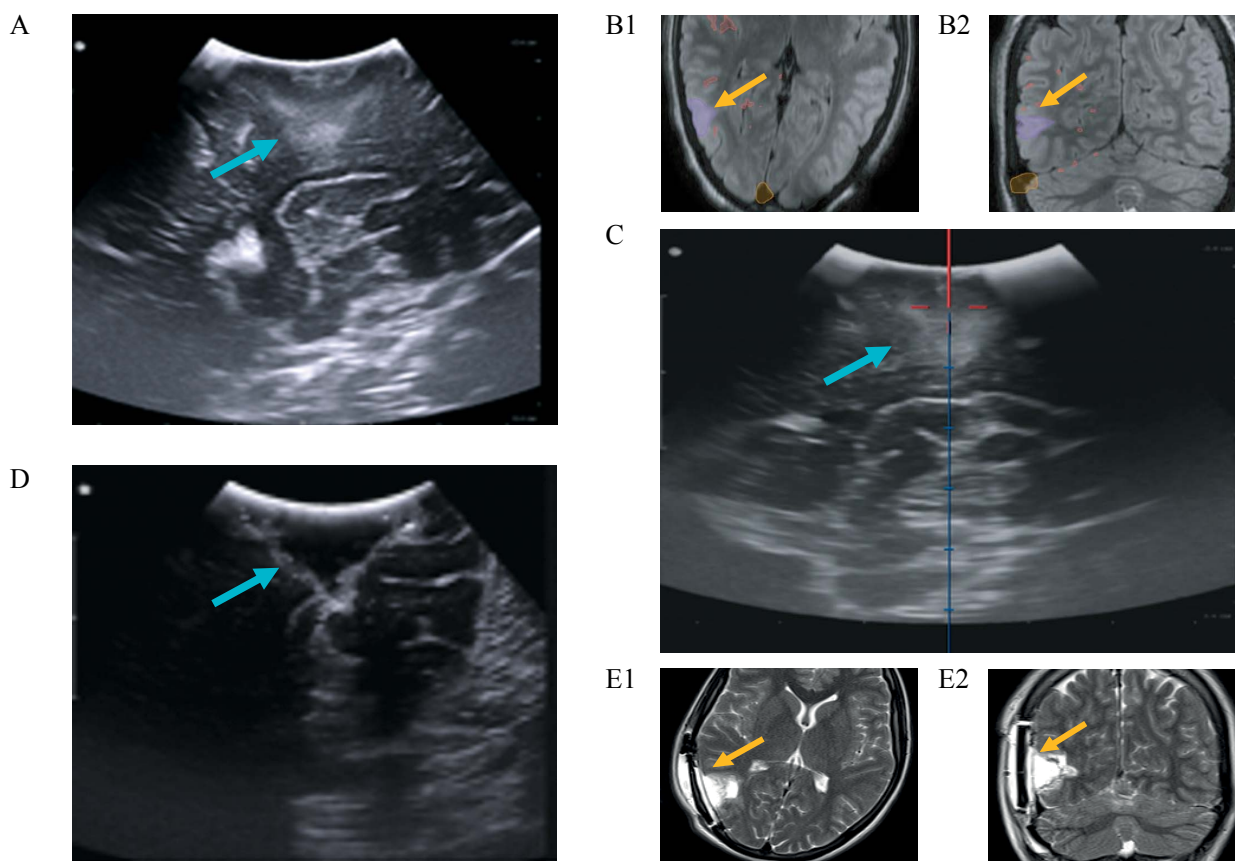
Integrated 2D intraoperative ultrasound plus the 3D Brainlab.
